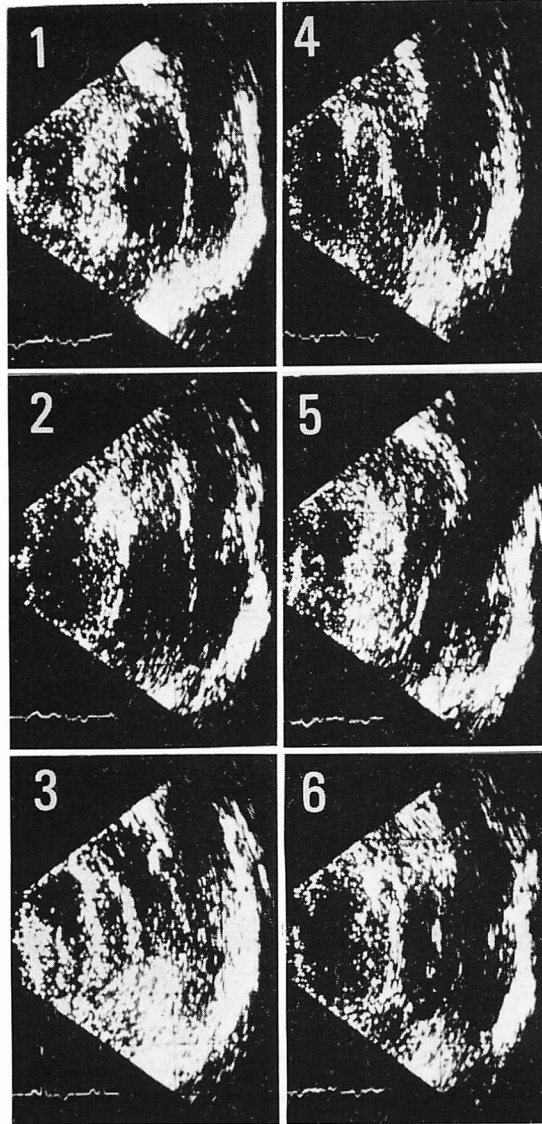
Two-dimensional echocardiograms (long axis).
